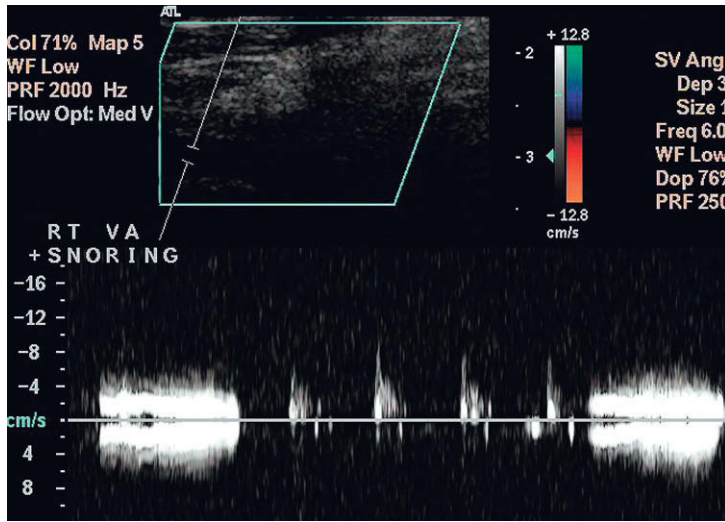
Una arteria vertebral de la que es difícil obtener imágenes pero el Doppler espectral muestra la ausencia de flujo diastólico, esto junto con las bajas velocidades sugiere la presencia de una obstrucción distal. Además, existe una cantidad significativa de interferencia y ruido debido a que el paciente se durmió y roncaba durante la exploración.
